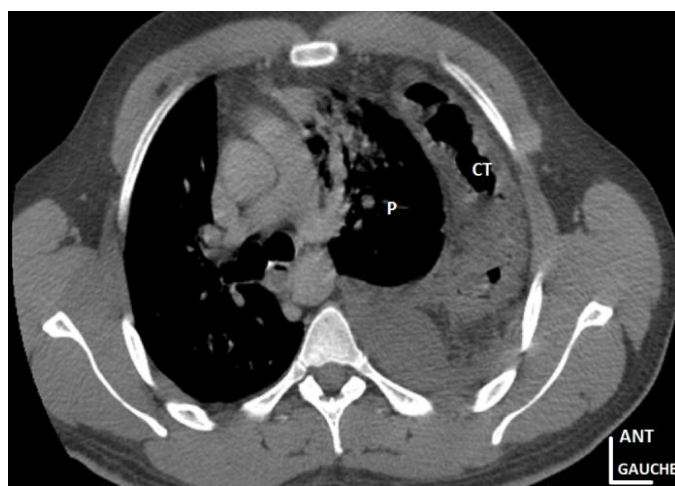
Coupe tomodensitométrique axiale thoracique après injection du PCI (C+) montrant le colon transverse (CT) herniaire en intra thoracique souffrant et le poumon gauche rétracté (P).
